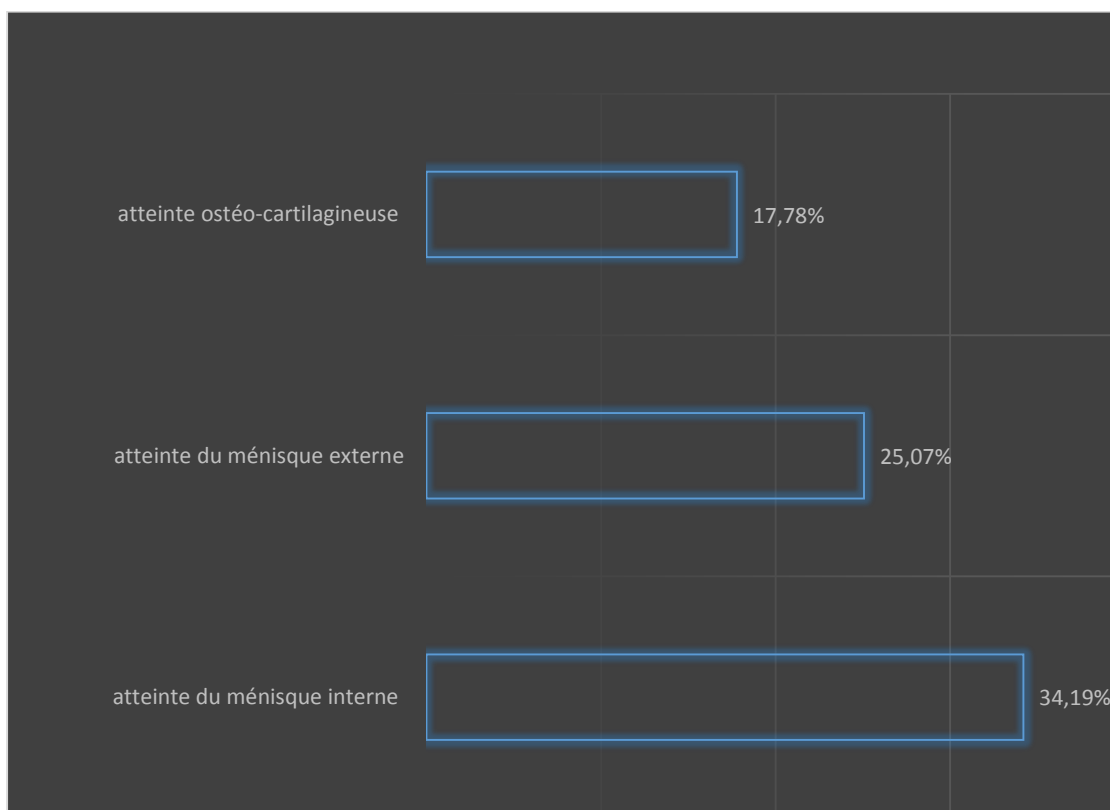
Les lésions associées à la rupture du LCA découvertes sur l'IRM
